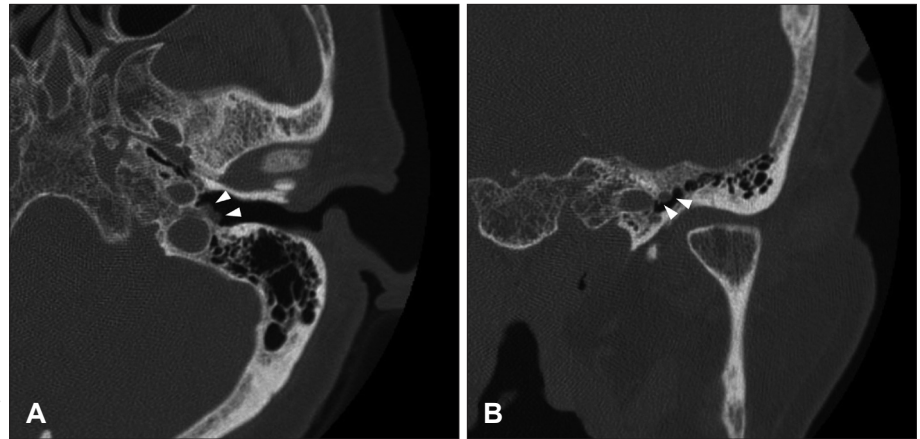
Temporal bone axial (A) and coronal (B) CT images (Case 15) show a type A glomus tympanicum tumor (arrowheads) in left middle ear cavity.
